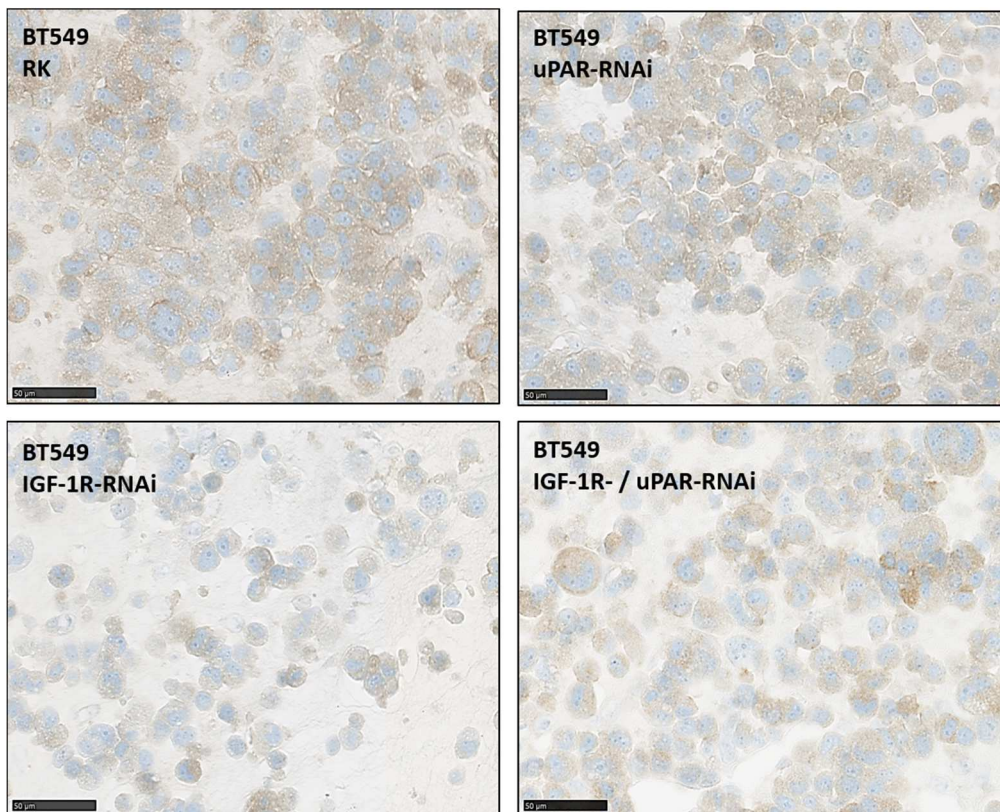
Reduzierte Expression von IGF-1R in BT549-Zellen nach IGF-1R- und kombinierter IGF-1R- und uPAR-RNAi
